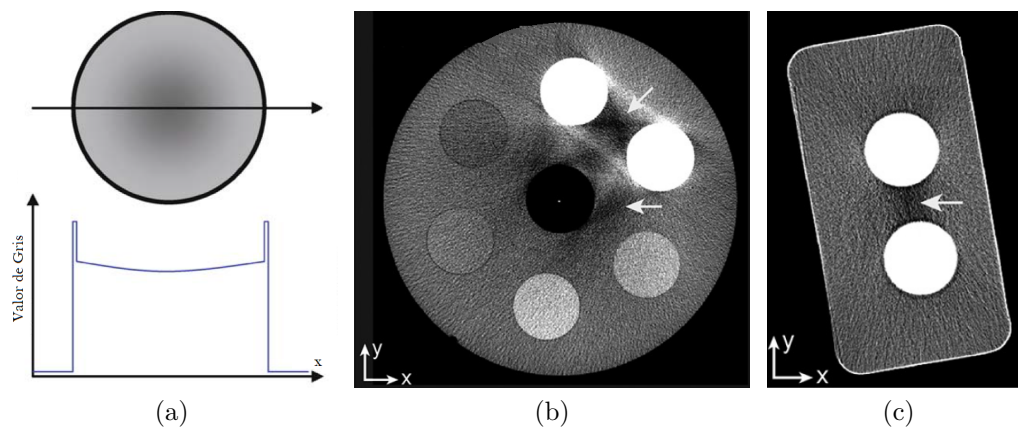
Diferentes artefactos en imágenes CT. (a) Efecto Copa, (b) artefactos de radiación dispersada, (c) endurecimiento del haz. Imágenes tomadas de [1] y [3].
